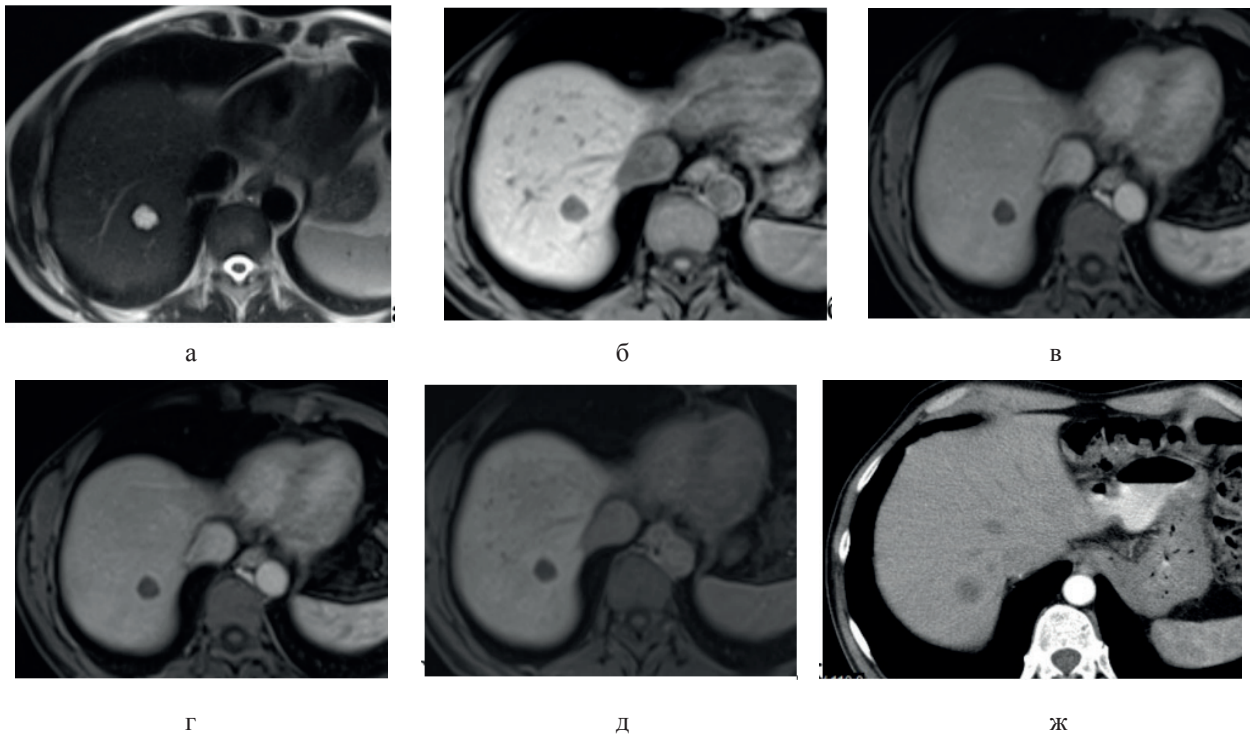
КТ та МР-томограми мКРР (аксіальна проекція). В SVII сегменті печінки МТС: а) гіперінтенсивний на T2-ЗЗ; б) гіпоінтенсивний на T1-ЗЗ; в) гіперденсний контур без видимої акумуляції контрасту в артеріальну фазу; г) слабе накопичення контрасту в осередку у венозну фазу; д) без видимої акумуляції КП у ГСФ; ж) КТ, гіперденсний контур МТС
